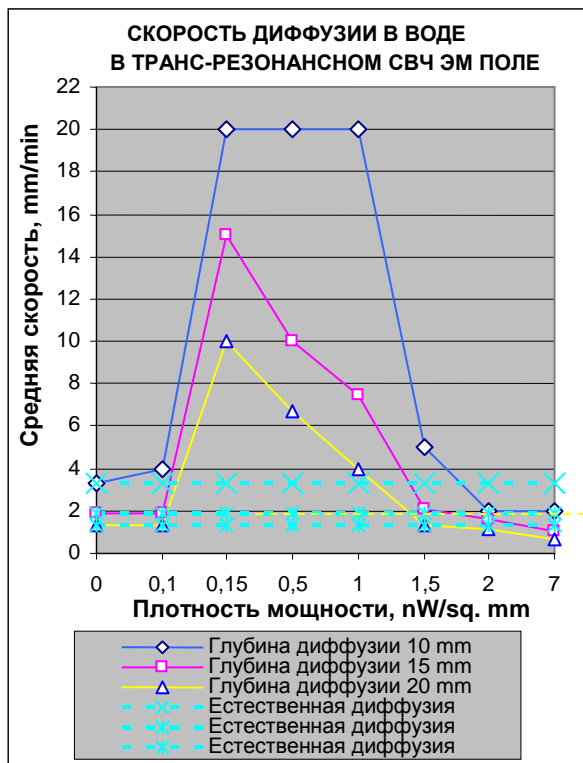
Резонансная диффузия в воде, активированная транс-резонансными СВЧ 1 ГГц ЭМ волнами.
